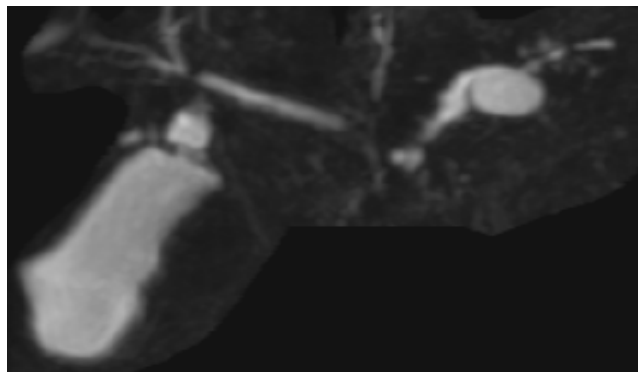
IRM en pondération T2 montrant une Lésion kystique du corps pancréatique à Parois épaisses, rehaussée après injection en rapport avec un PKP. (50)
